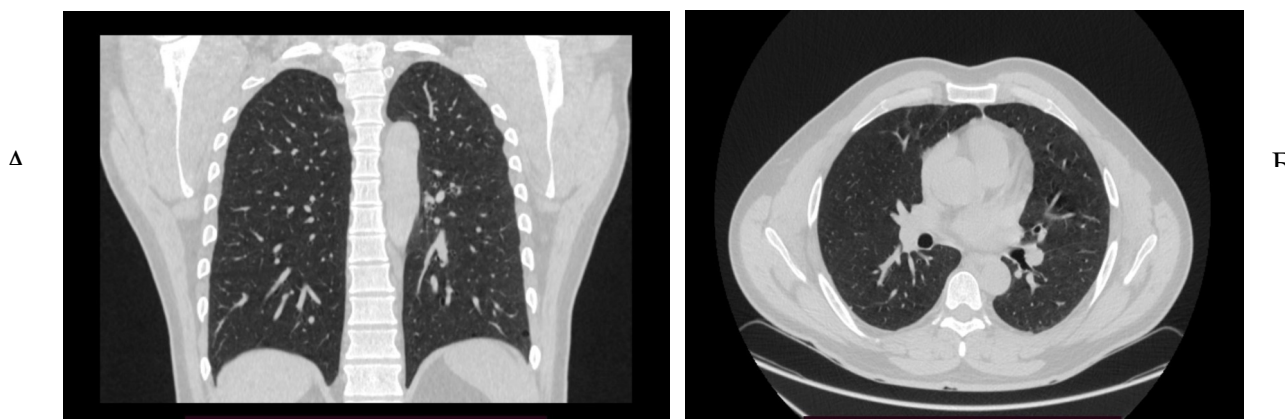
Рисунок 40А-Б. КТ лёгких, фронтальная (А) / аксиальная (Б) проекции от 13.02.24г. Больной С. 37 лет, спустя 2,5 года после перенесенной коронавирусной инфекции (пояснения в тексте)
